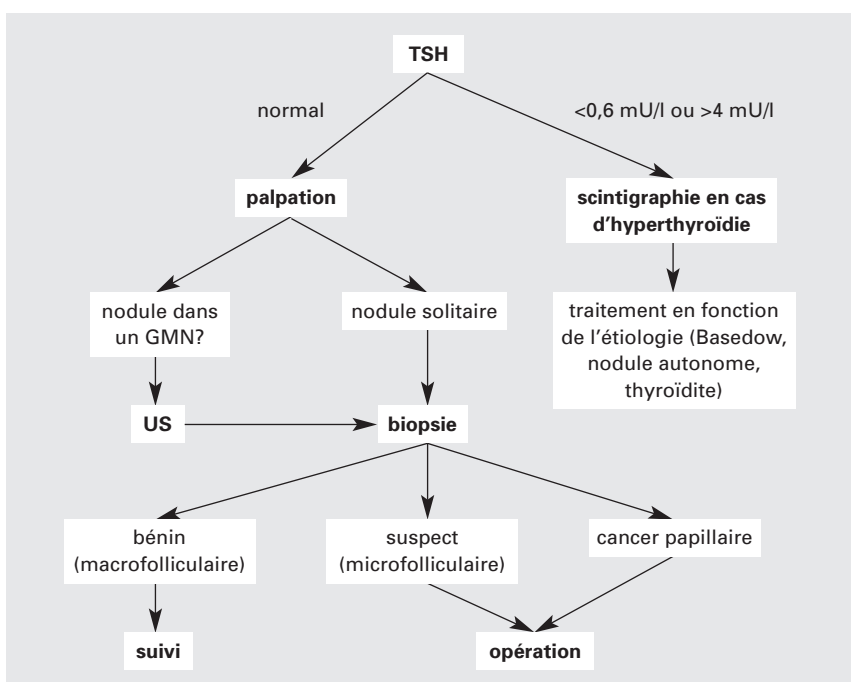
Algorithme pour la prise en charge d'un nodule thyroïdien. GMN = goitre multinodulaire, US = Ultrasonographie de la thyroïde.
